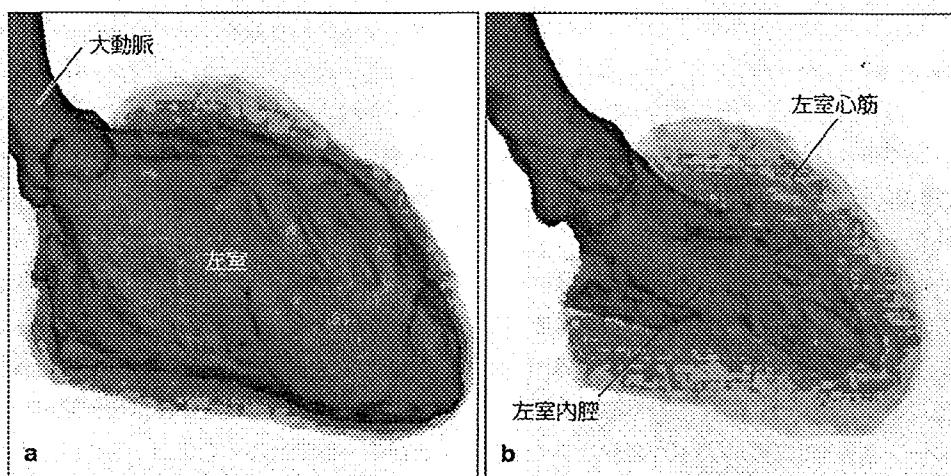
左室の三次元 CT 画像 (川崎病罹患例)
